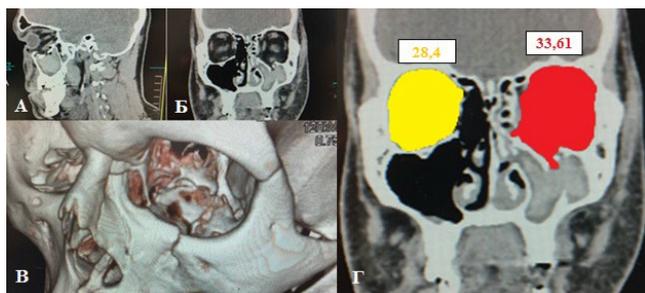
Срезы компьютерной томографии пациента М., 24 г.: на предоперационном этапе: определяется перелом в области нижней стенки левой глазницы с вовлечением области нижнеорбитального края (А-В). По результатам волюметрического анализа увеличение объема поврежденной орбиты составило 5.21 мл (Г)
